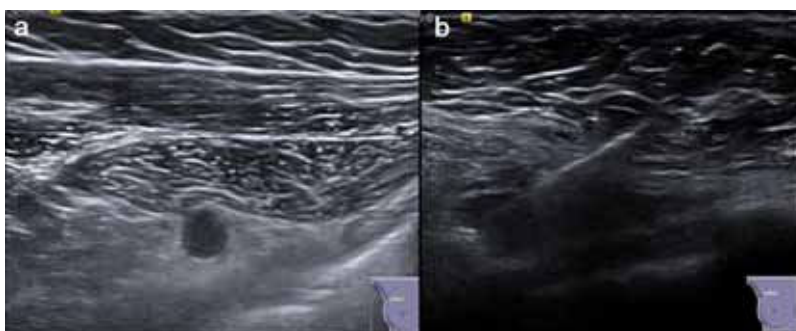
Imagen de la adenopatía interpectoral en ecografía (a). Imagen de la colocación de la semilla ferromagnética guiada por ecografía (b).
